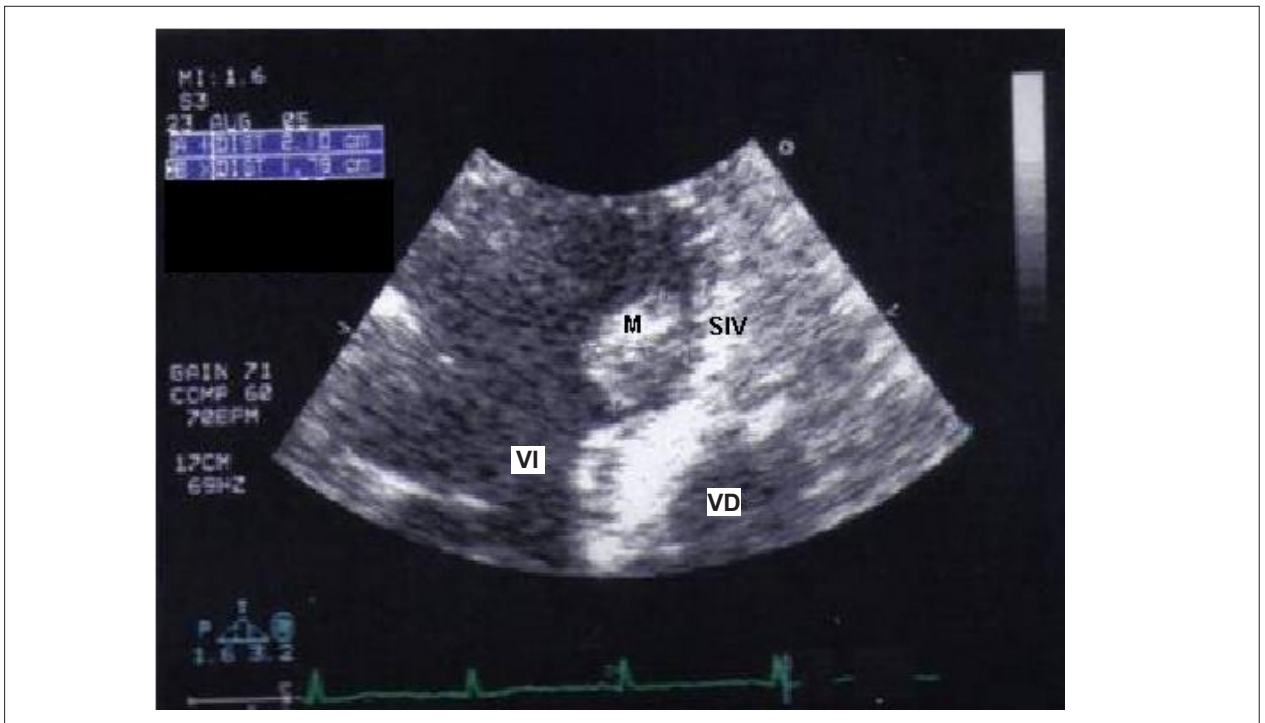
Ecocardiograma transtorácico: masa tumoral adherida en tercio medio distal de la pared septal, en la porción ventricular izquierda. M - masa tumoral; VI - ventrículo izquierdo; VD - ventrículo derecho; SIV - septo interventricular.
